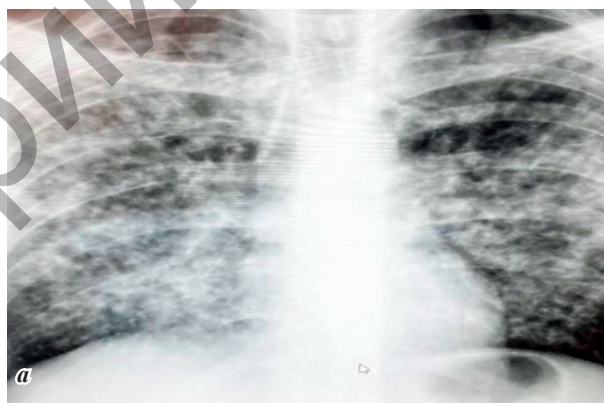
Пациент П. 40 лет: рентгенограмма легких; макрофотография – множественные абсцессы легких
